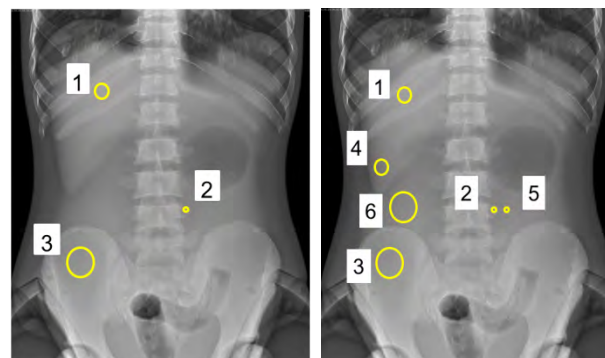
(A) ROIs for measuring SNR on the abdominal radiographic image. (B) Six ROIs for CNR evaluation.
